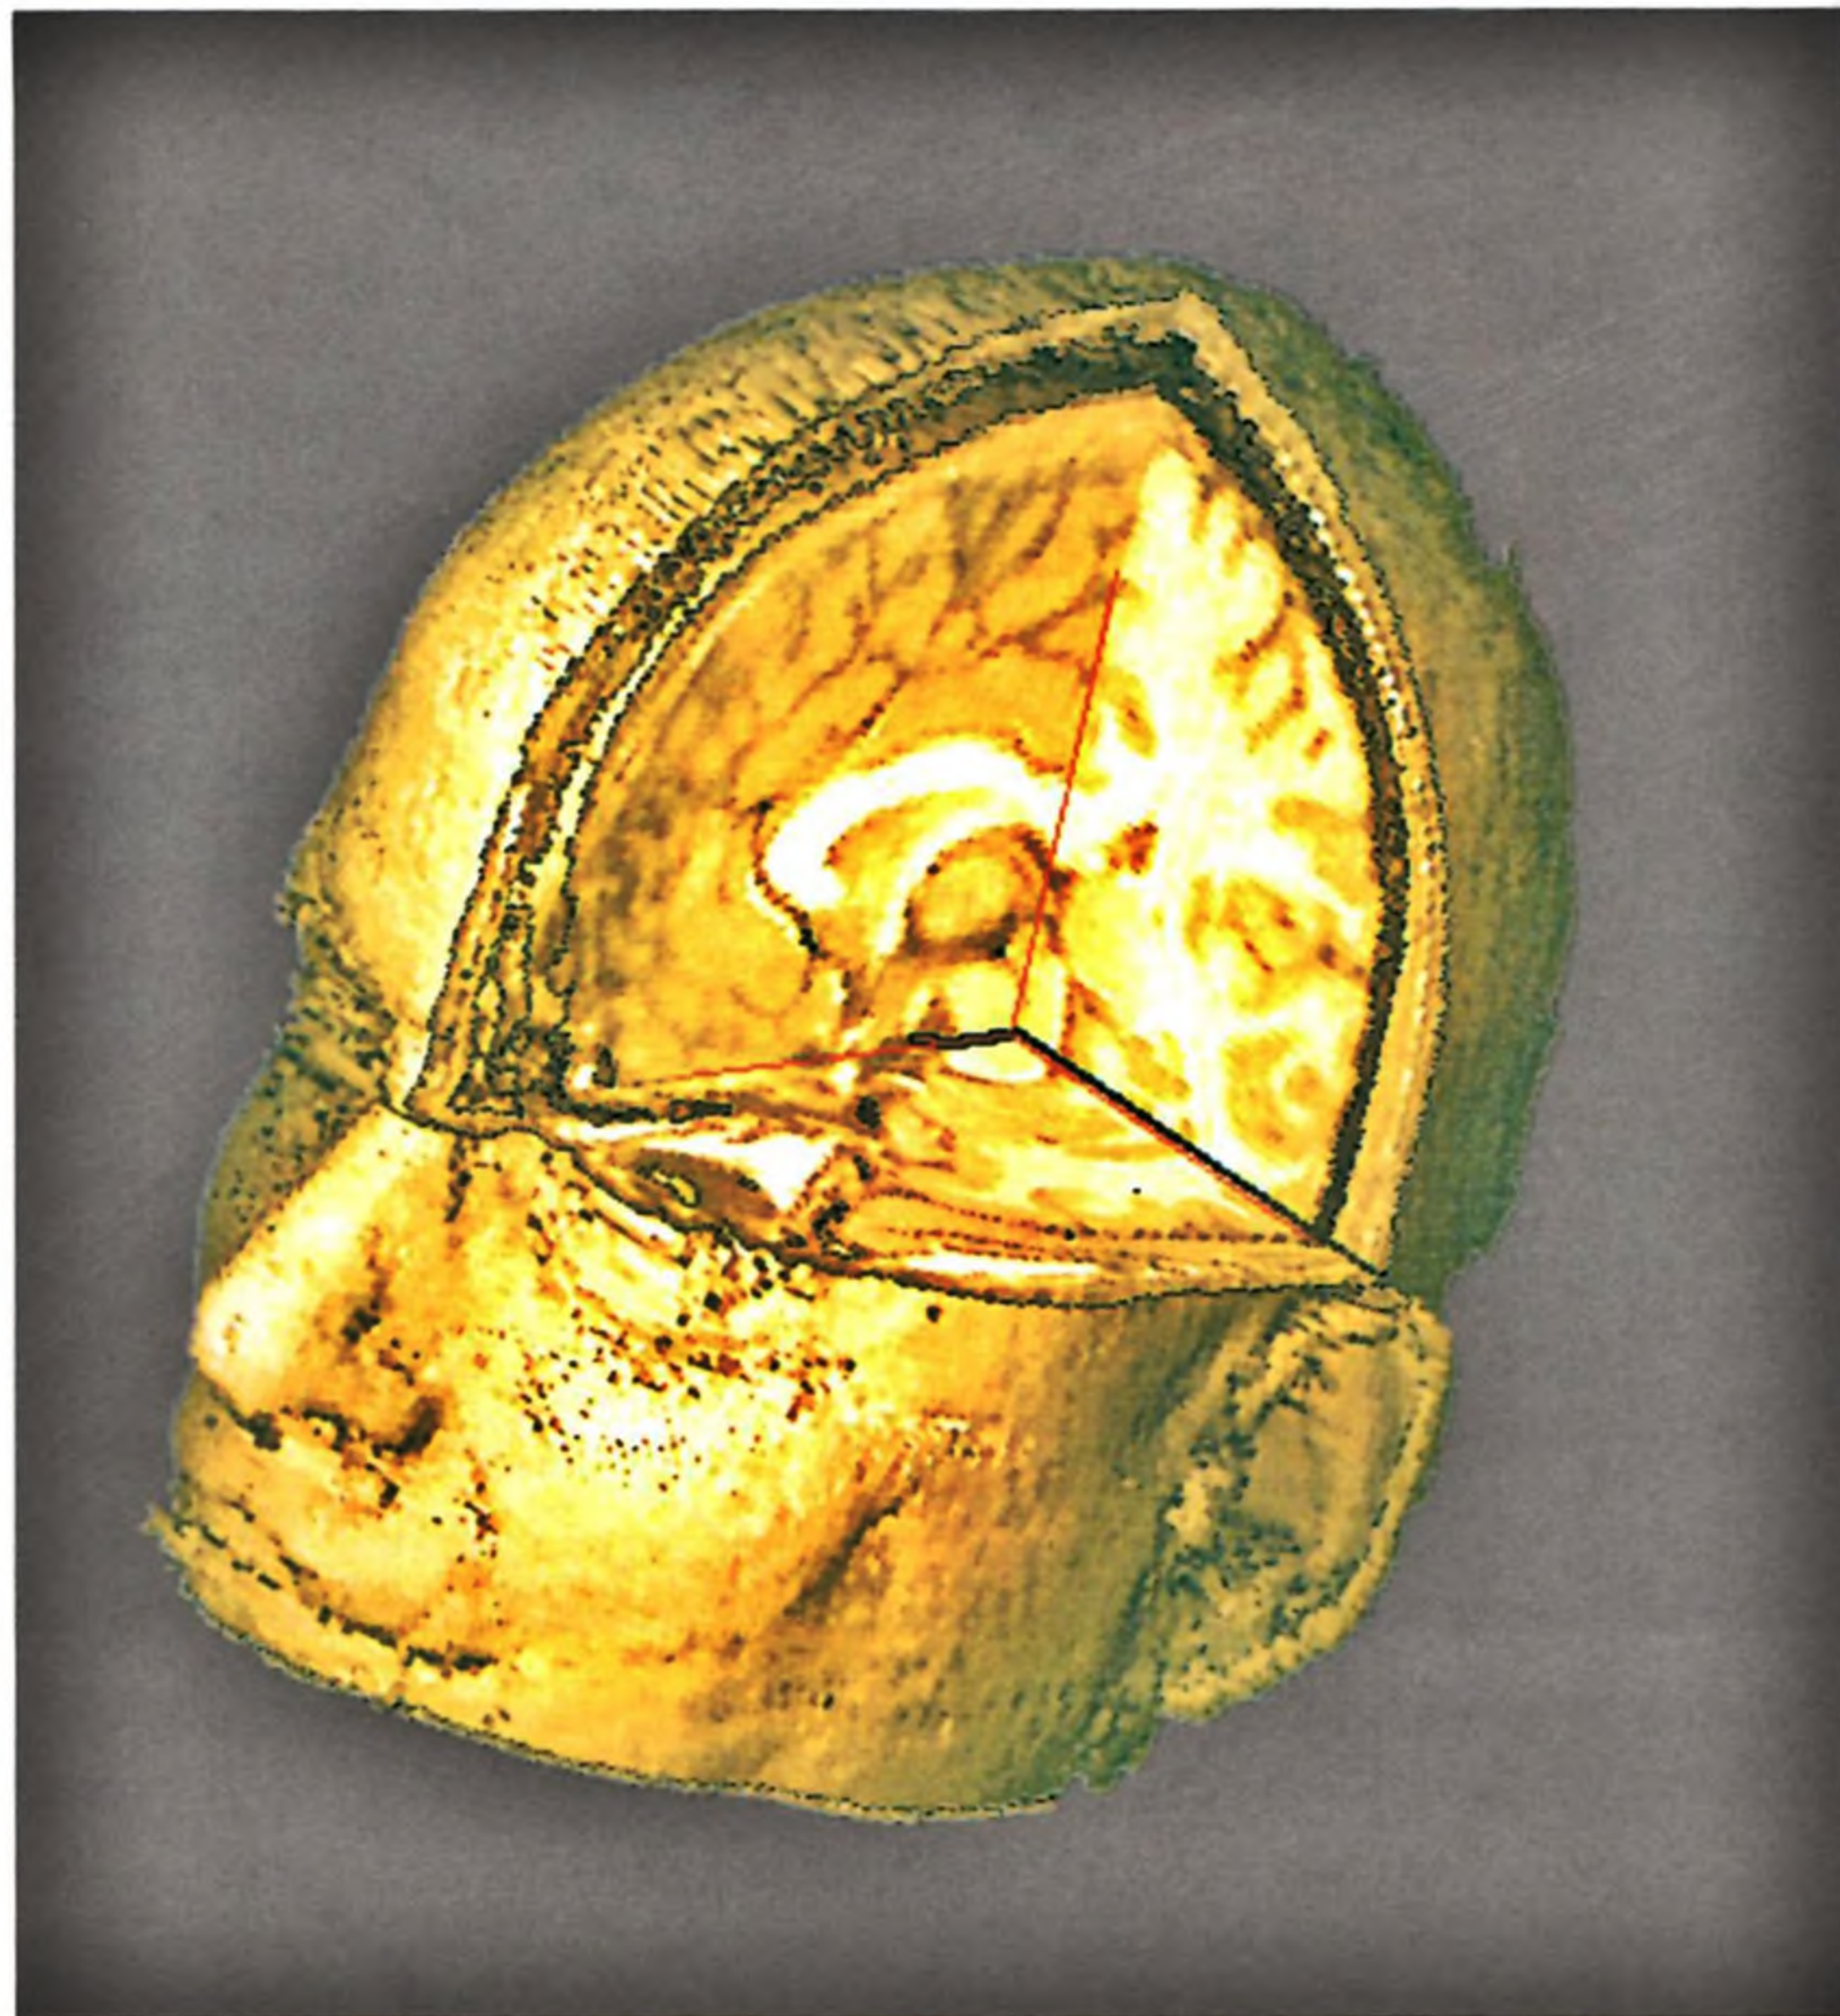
A RM estrutural pode fornecer imagens tridimensionais de todo o cérebro. (Cortesia de Bruce Foster e Robert Hare, Universidade de British Columbia.)
